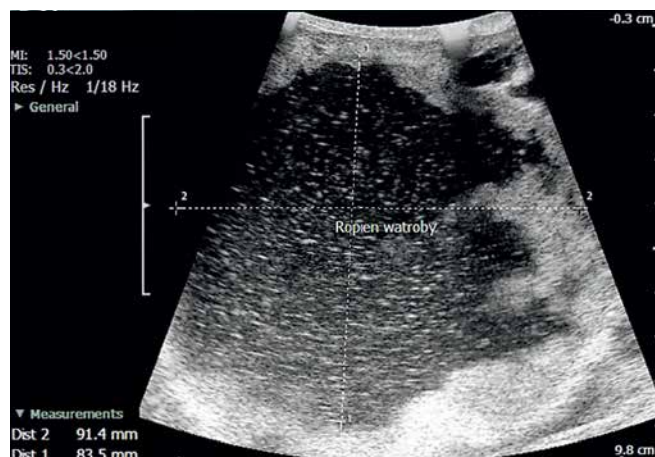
Intraoperative ultrasonography. Large abscess of the right lobe of the liver, thick wall of the abscess, extensive parenchyma damage. Non-homogenous, mixed reflections present inside - along with gas bubbles. Case qualified for the resection of the peripheral portion of the liver with the abscess
